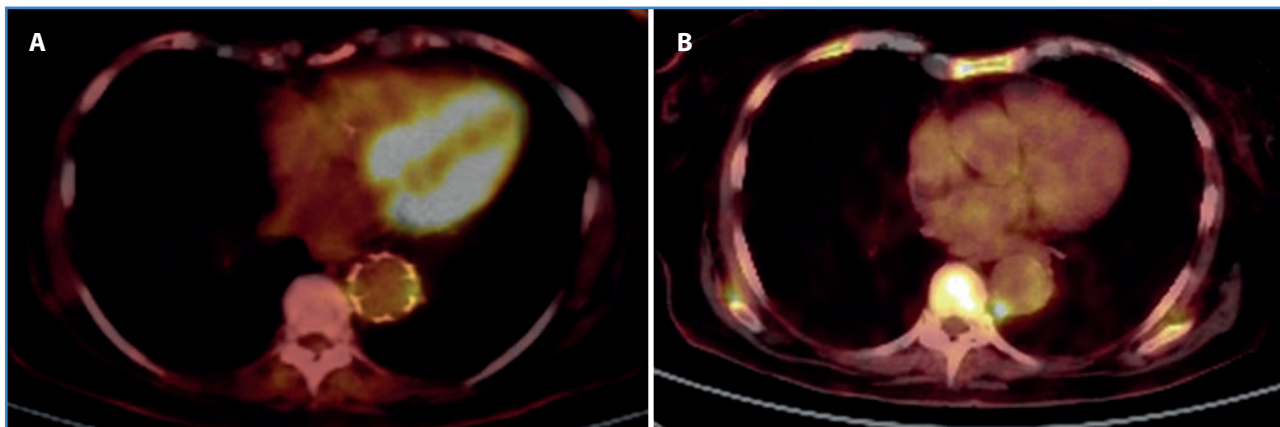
A. Corte axial de PET-TC-FDG torácico. Intensa captación de FDG en pared aortica. B. Corte axial de PET-TC-FDG torácico a los 18 meses de seguimiento. Disminución metabólica del marcador.
